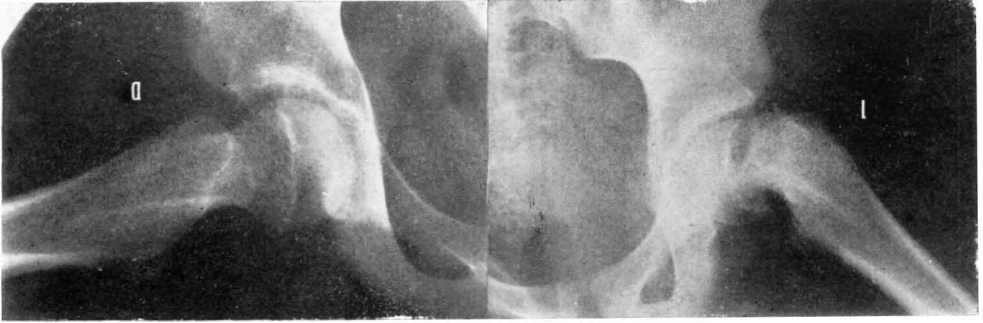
Radiografías axiales de ambas caderas del mismo caso, mostrando el lado izquierdo una epifisiolistesis de grado moderado y una evidente inflexión del cuello producida por el remodelamiento óseo. La cadera derecha no presenta alteraciones.
